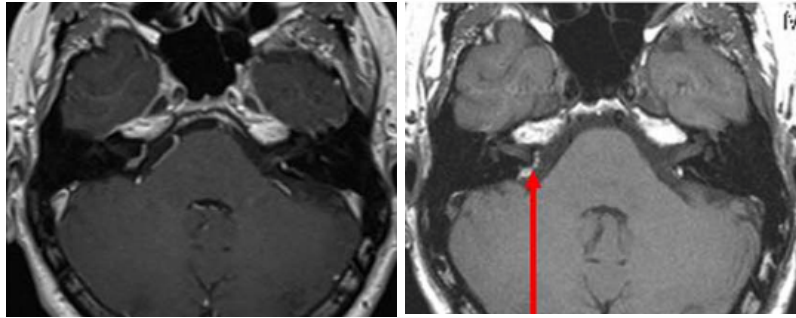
9Lipoma dell'APC bilaterale. Fig 1 MRI T1W in proiezione assiale. Fig 2 MRI T1W con gadolino. Nella seconda si nota la complessità di distinguere il lipoma da un NA o da un meningioma. (Renowden et al. 2014)
